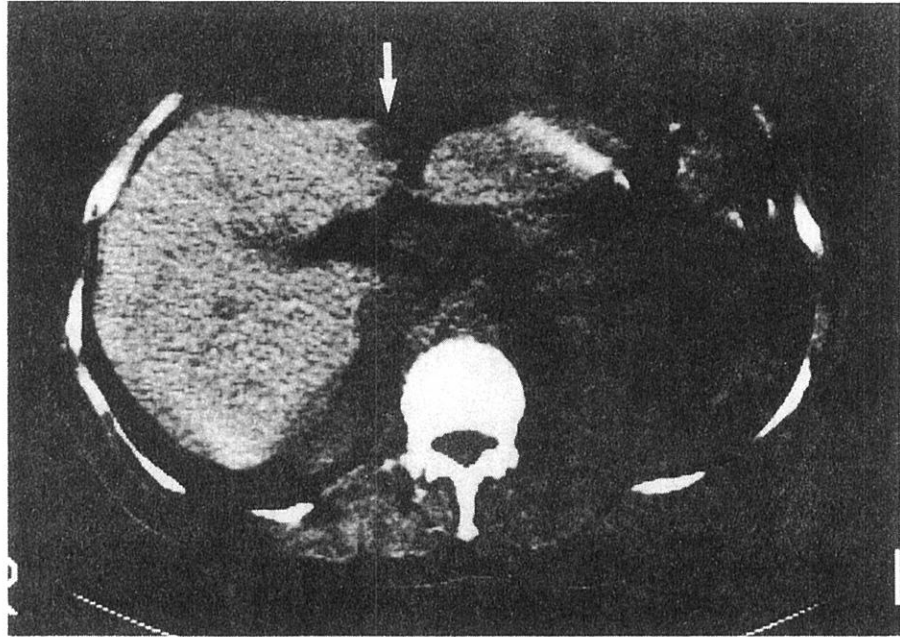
CT of the liver also showed a small well-defined zone (white arrow) in the antero-medial segment of the left hepatic lobe.
